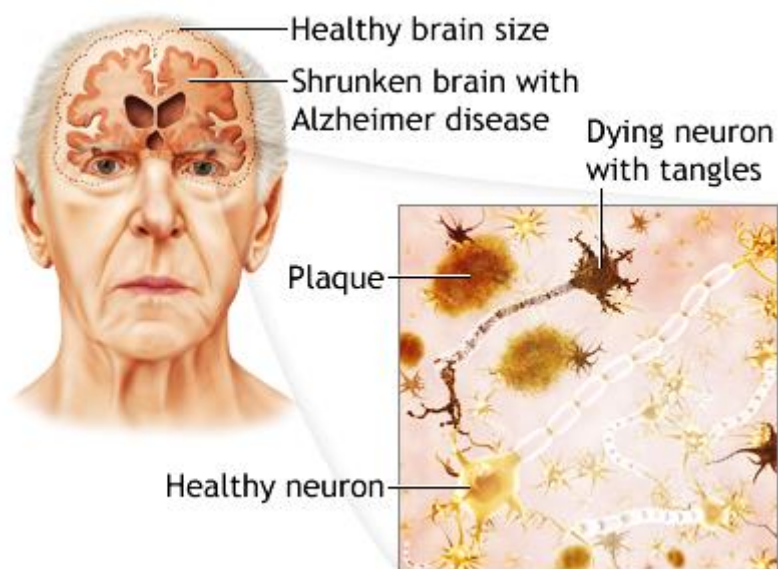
Εικόνα μέσω MRI του ανθρώπινου εγκεφάλου ατόμου που πάσχει από την διαταραχή Alzheimer και υγιούς ατόμου.
